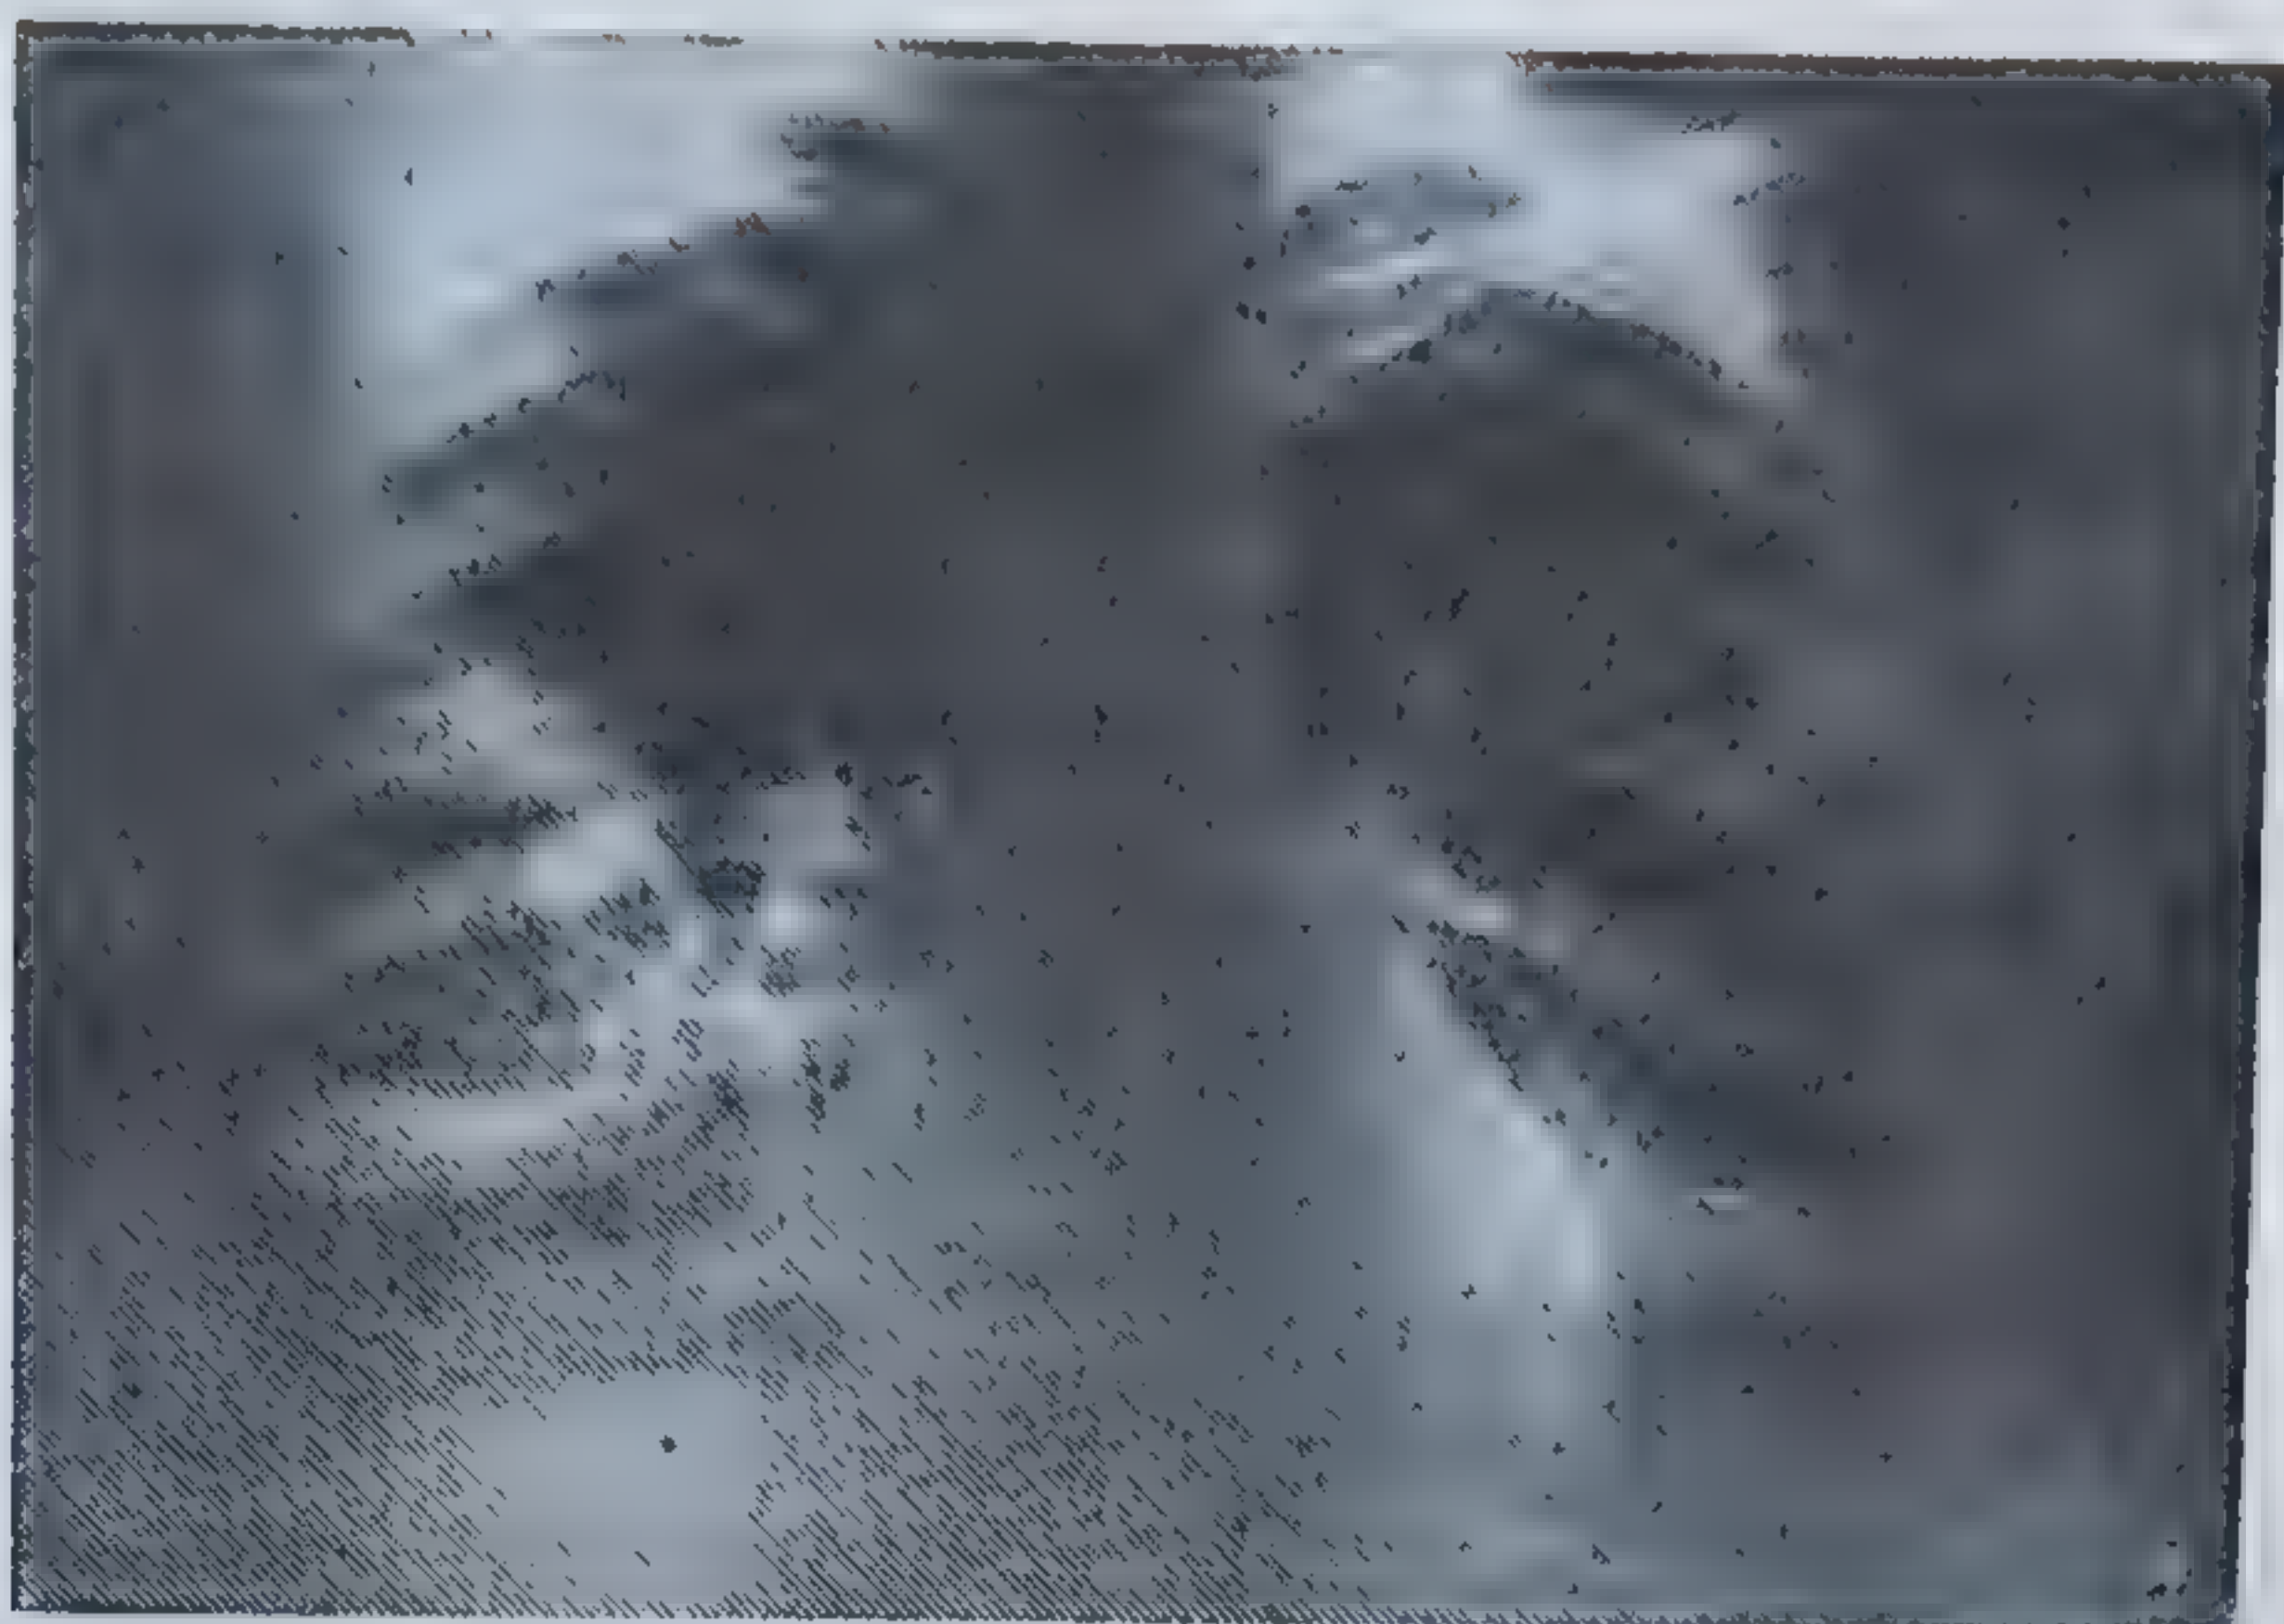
Radiografie : abces pulmonar drept. Imagine hidroaerică cu perete îngroșat neregulat (a); reacție scleroasă de vecinătate (b).
